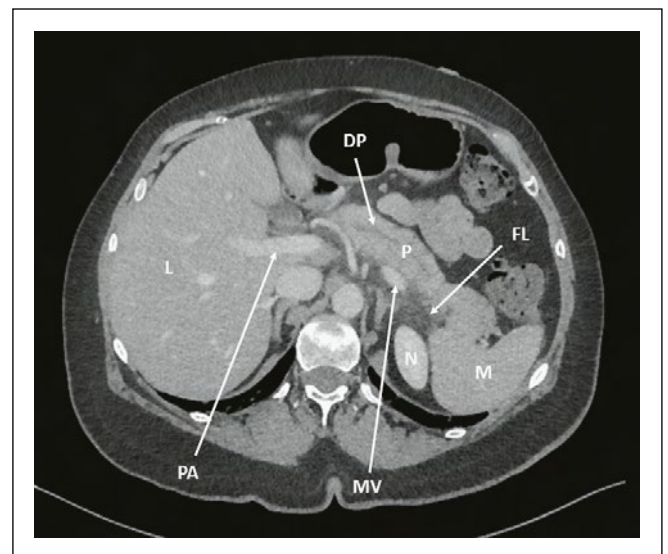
Lage der Organe im Oberbauch (CT der Patientin): L: Leber; PA: Pfortader; P: Pankreas; DP: Ductus pancreaticus; M: Milz; MV: Milzvene; N: Niere; FL: freie Flüssigkeit auf Höhe Pankreasschwanz
